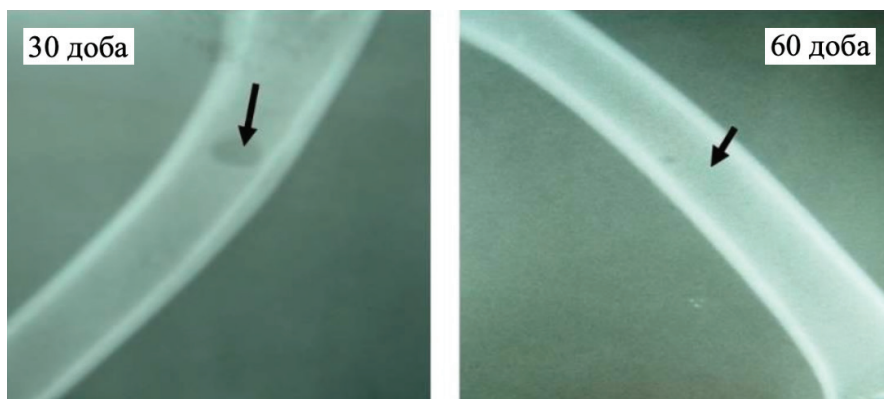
Дані рентгенологічних досліджень динаміки відновлення змодельованого дефекту КТ у тварин III групи на 30 та 60 добу експерименту
